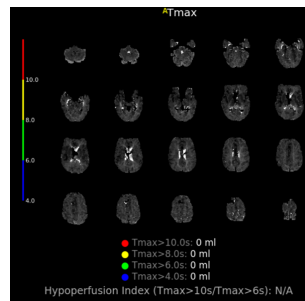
41 – Séquences Tmax RAPID en IRM à J3 de l'HSA
